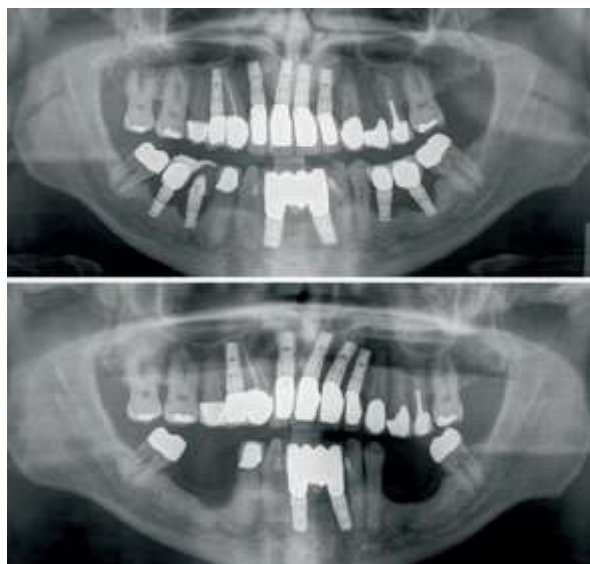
Radiografia obtida após terapia cirúrgica (a) e após 8 anos de follow-up (b) (Berglundh et al. 2018).
